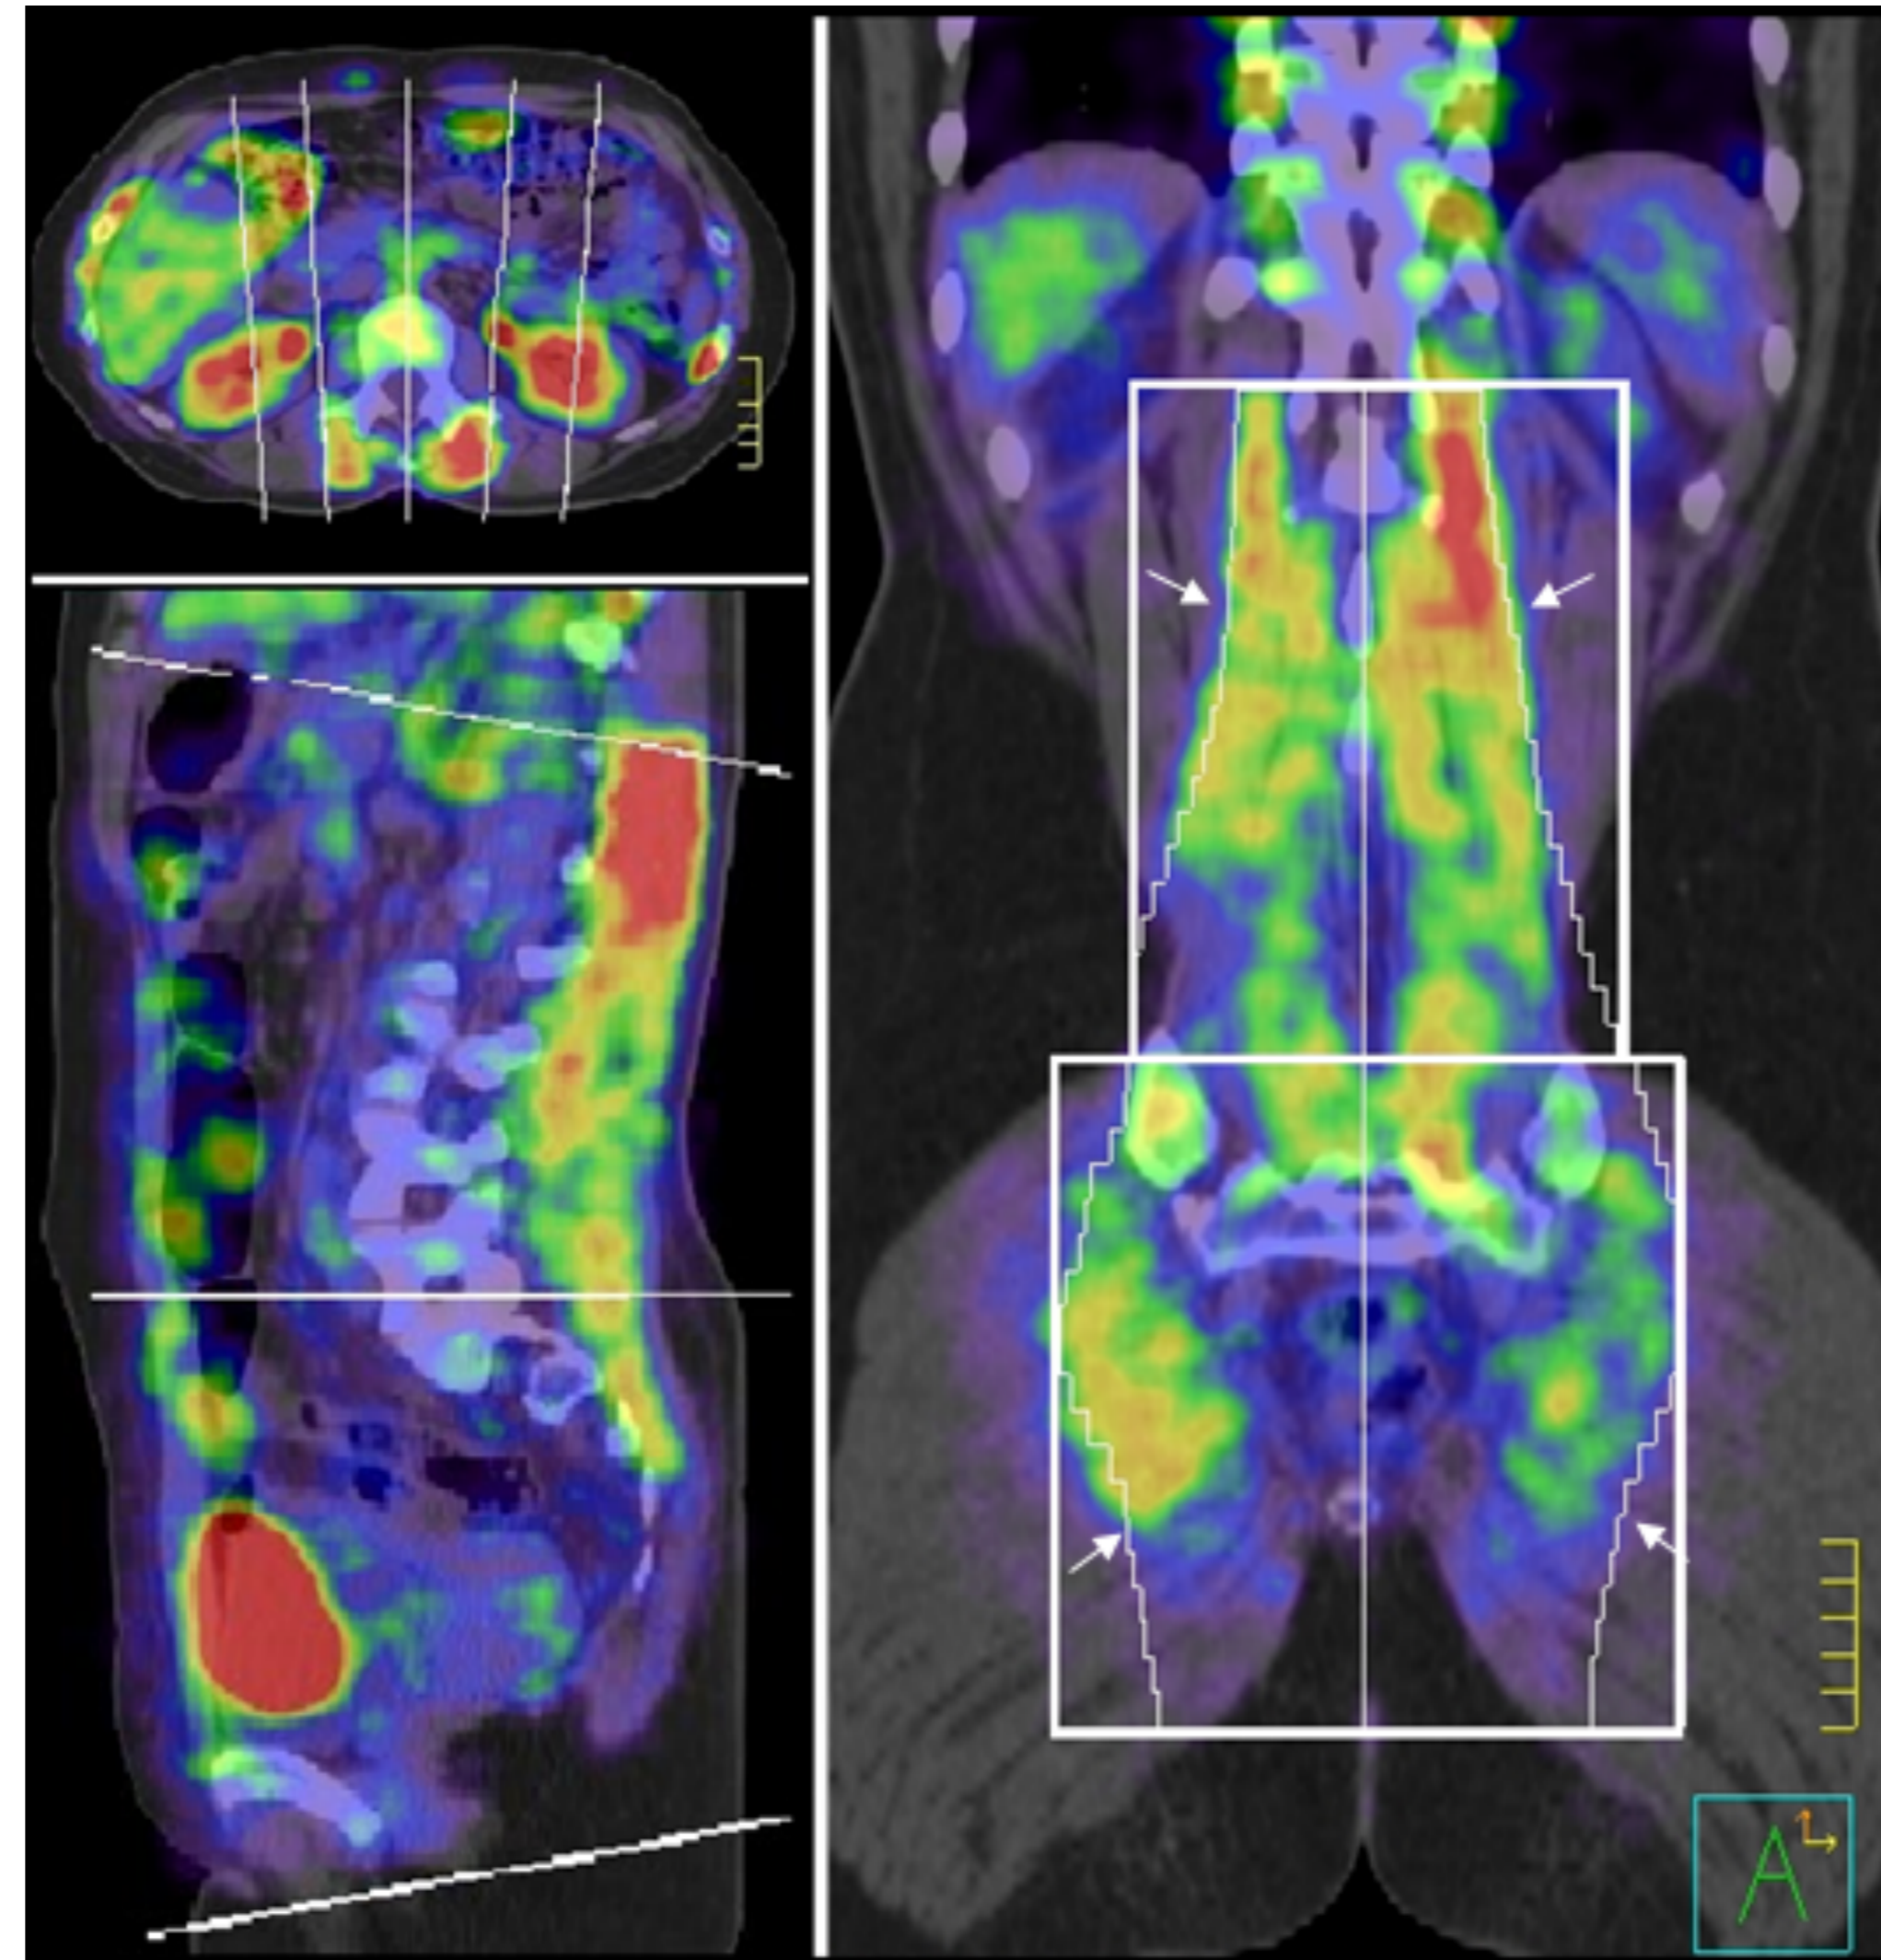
¹⁸F-FDG TEP/TDM avec champs de radiothérapie
